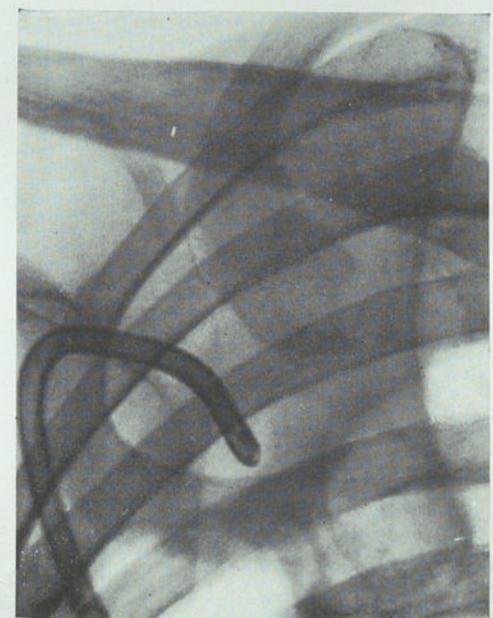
(Caso IV). Radiografía del 29-VII-39. Todavía es más pequeña que en la radiografía anterior.
